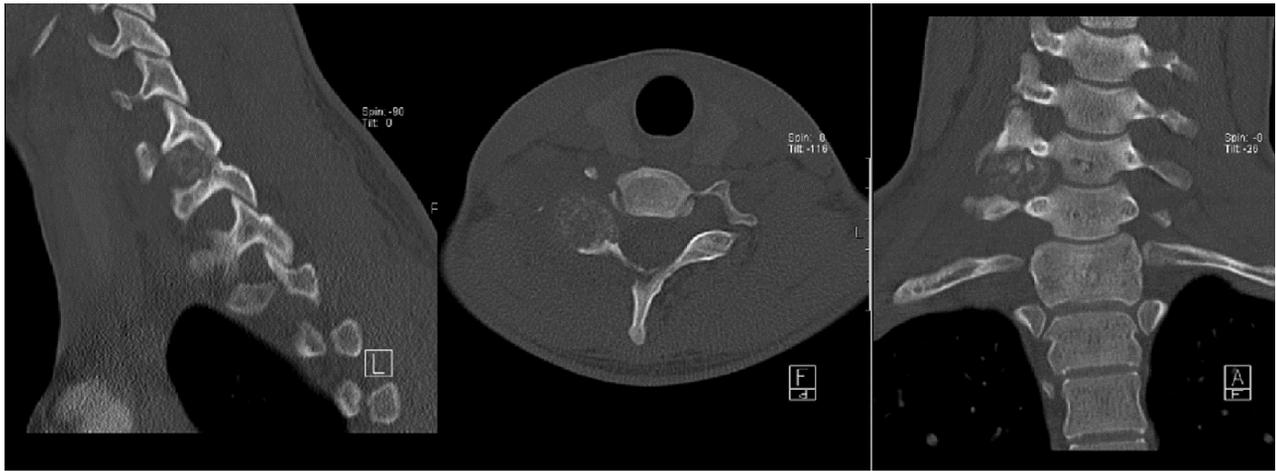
Tomografia computadorizada cervical: lesão em massa com limites bem-definidos e acometimento da faceta articular e do pedículo direito de C7.
